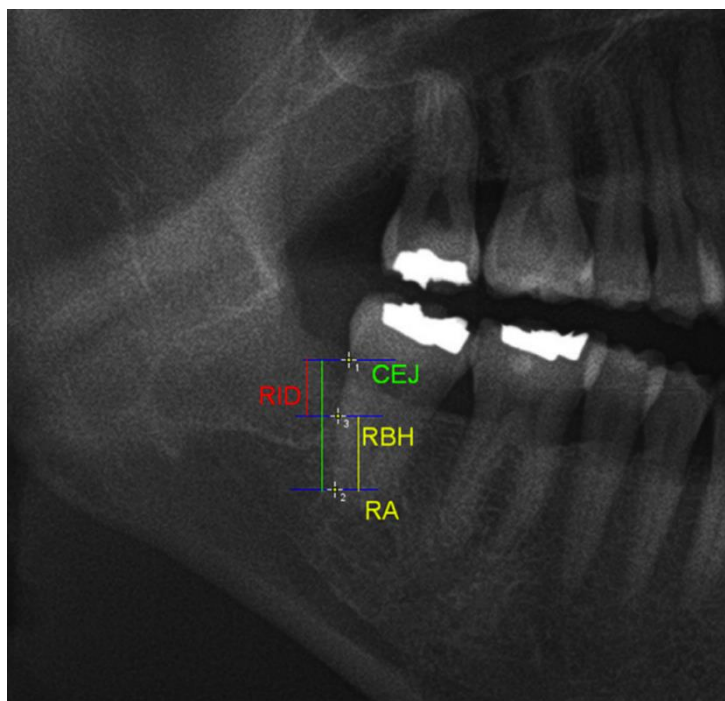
Линейные показатели на рентгенограмме: CEJ – цементно-эмалевая граница второго моляра нижней челюсти; RA – рентгенологическая верхушка дистального корня второго моляра нижней челюсти; RID – расстояние от цементно-эмалевой границы второго моляра до точки пересечения дистального корня второго моляра и медиальной стенкой лунки удаленного зуба; RBH – расстояние от рентгенологической верхушки дистального корня второго моляра до точки пересечения дистального корня второго моляра и медиальной стенки лунки удаленного зуба
